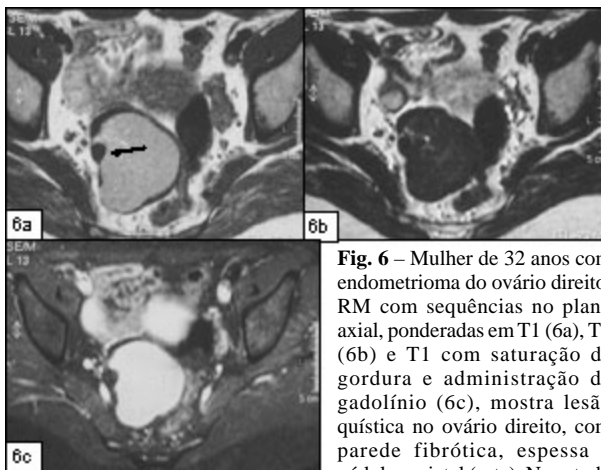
Mulher de 32 anos com endometrioma do ovário direito. RM com sequências no plano axial, ponderadas em T1 (6a), T2 (6b) e T1 com saturação de gordura e administração de gadolínio (6c), mostra lesão quística no ovário direito, com parede fibrótica, espessa e nódulo parietal (seta). No estudo com contraste não há realce do nódulo, confirmando a sua natureza fibrótica, benigna.
